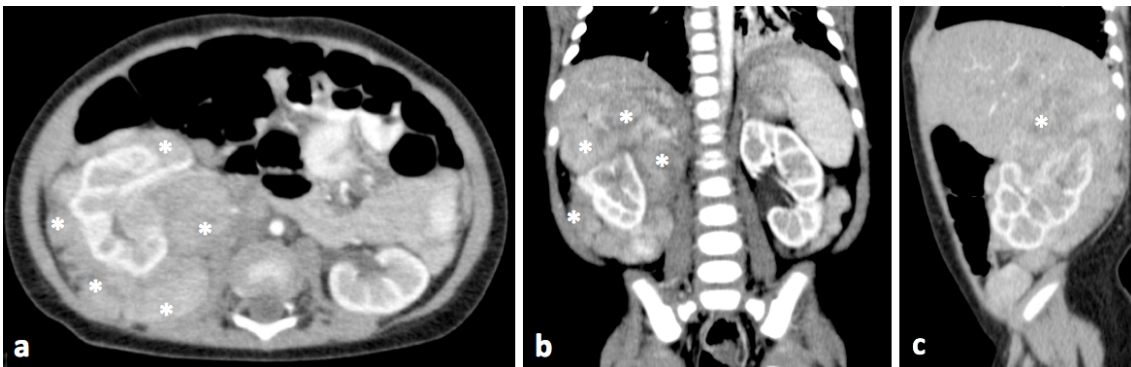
Paciente masculino de 5 meses. Tomografía contrastada de abdomen planos axial (a) coronal (b) y sagital (c). Masa sólida multilobular rodeando el riñón derecho (asteriscos) con invasión al sistema colector y respeto de la corteza renal la cual se delimita bien en medio de la lesión. Fue clasificado como tumor renal no Wilms por los hallazgos por imagen. Diagnóstico histopatológico de neuroblastoma.
